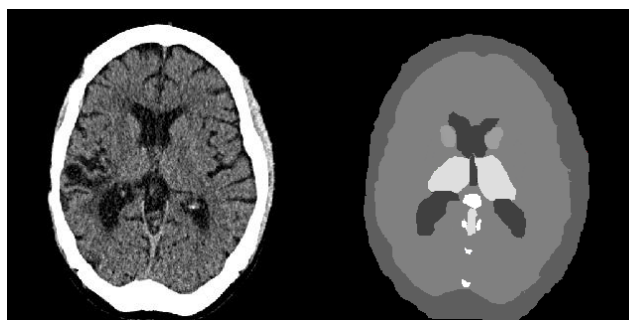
КТ срез мозга и карта инвазивности
